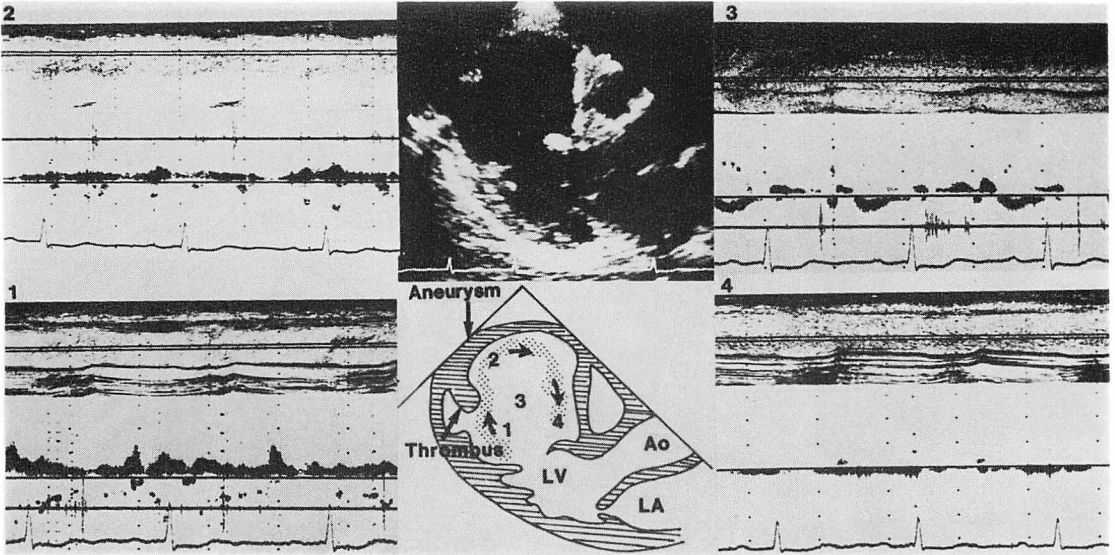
Pulsed Doppler echocardiograms in the left ventricle of Case 2.
